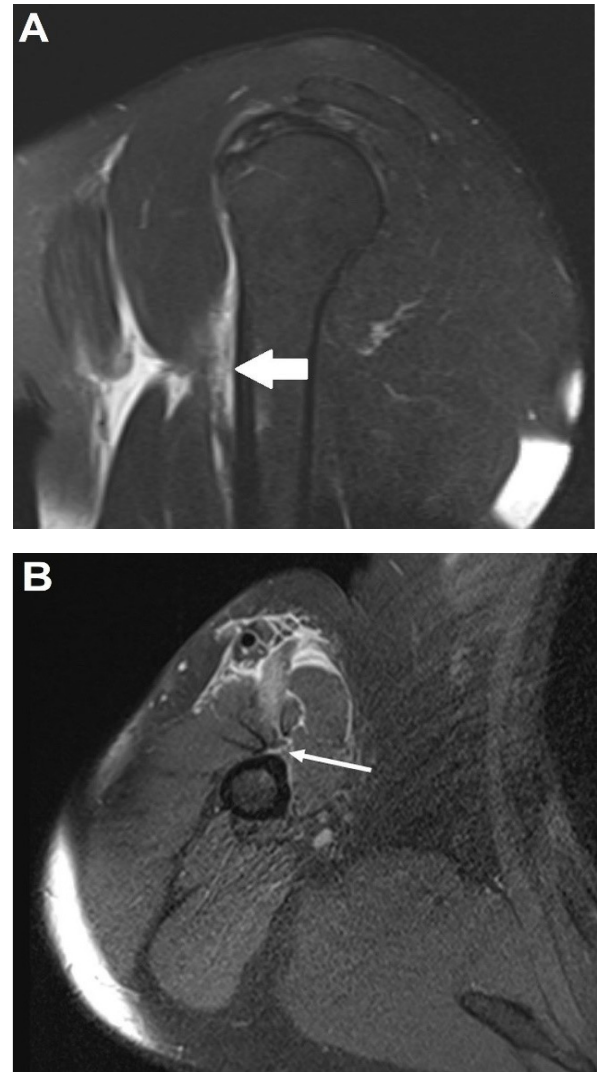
Ressonância magnética do ombro direito no corte sagital na sequência T2 com saturação de gordura (FAT SAT) (A) e no corte axial na sequência densidade protônica com saturação de gordura (DP FAT SAT) (B) demonstrando rotura completa da junção miotendínea do peitoral maior com efusão líquida local e conteúdo hemático associado (seta branca).
